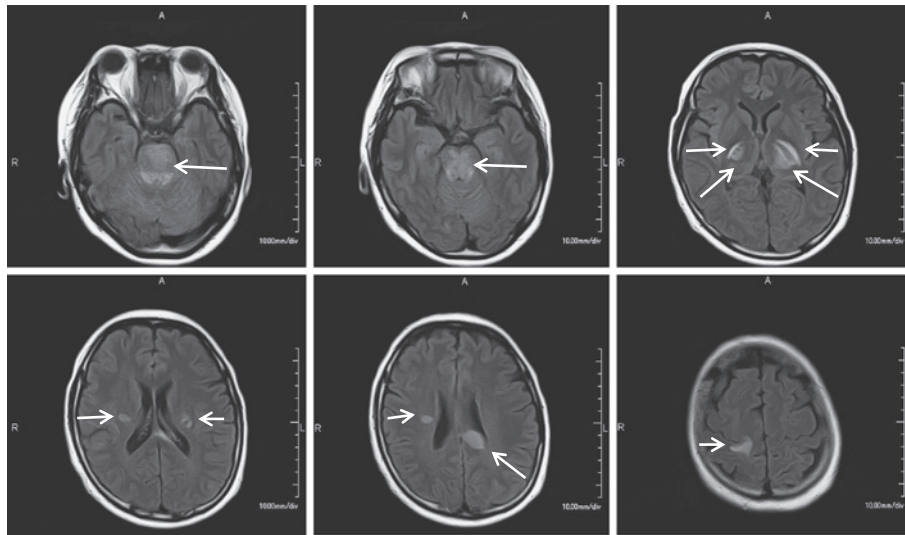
Axial fluid attenuated inversion recovery (FLAIR) image MRI (1.5Tesla; TR 6,200msec, TE 105ms) performed on day 5 after onset.
